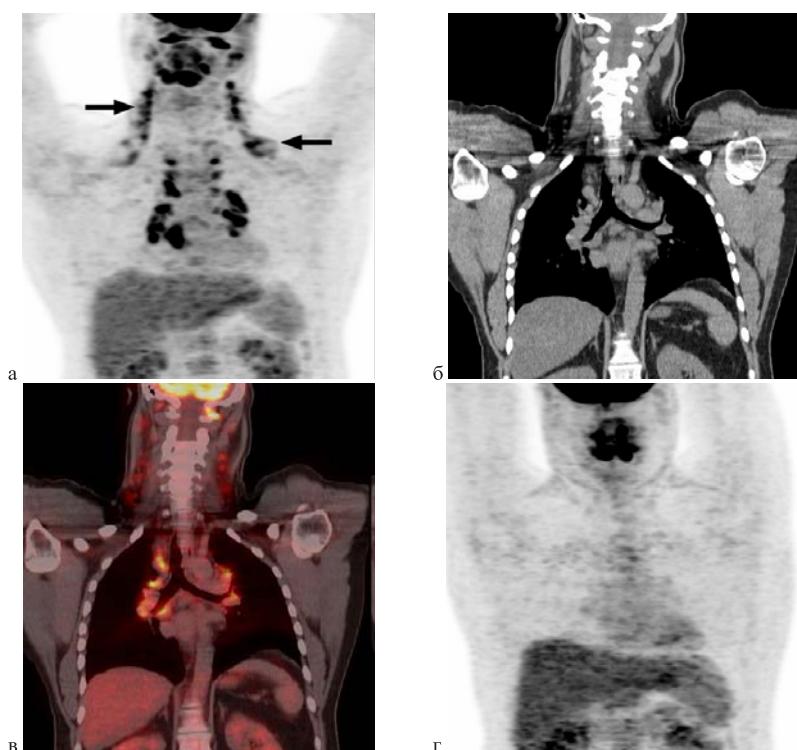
Пример ложно положительного результата ПЭТ/КТ после ХТ.
